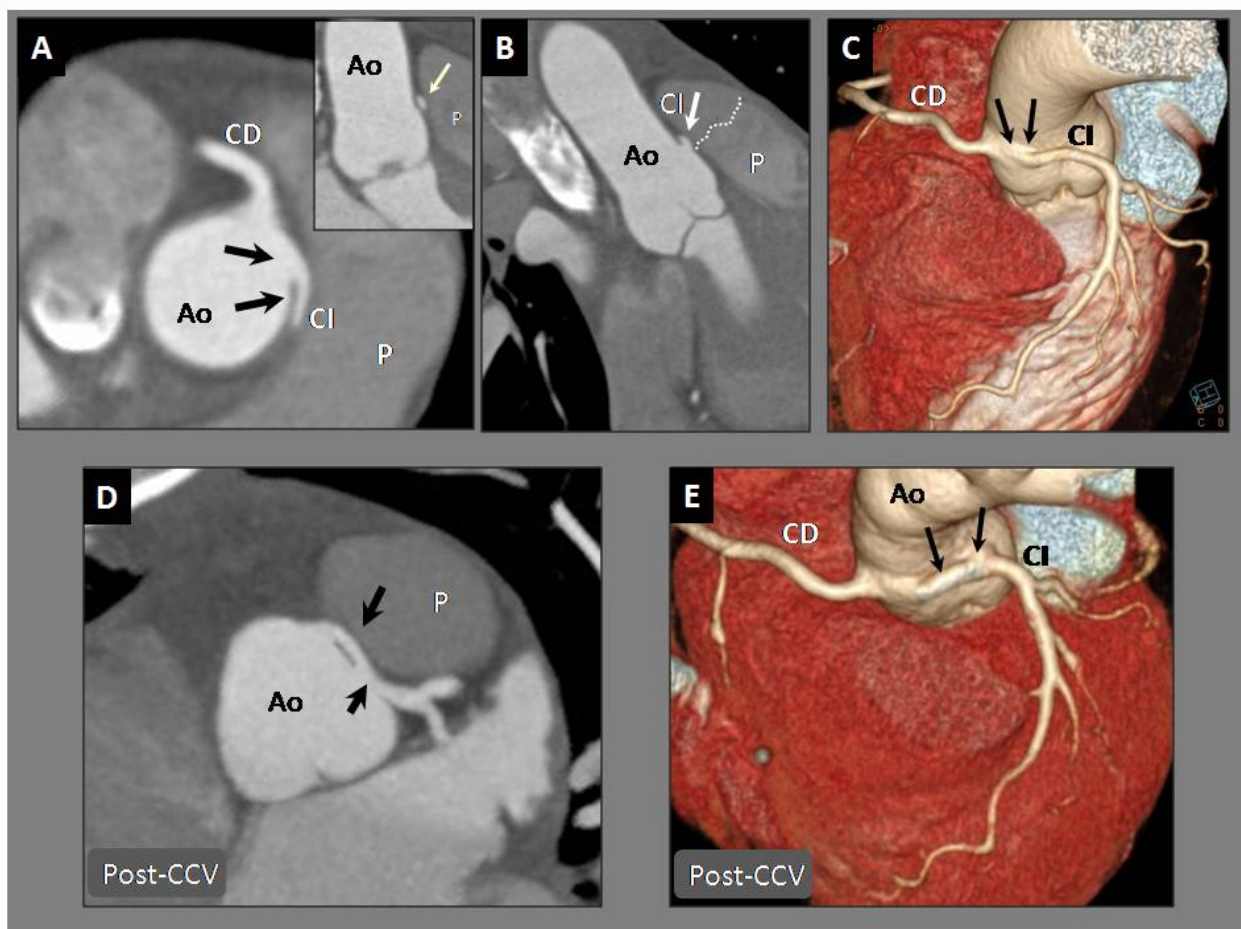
ALCA, caso 3. Angio TAC coronario pre y postquirúrgico. A.- Reconstrucción MIP. Origen anómalo de arteria coronaria izquierda desde seno de Valsalva derecho (flechas negras). Obsérvese salida de CI en ángulo agudo sobre del eje aórtico. En la esquina superior de la foto, ampliación para ver el orificio con morfología en hendidura (slit-like, flecha blanca) entre Ao y arteria pulmonar. B.- Reconstrucción MIP. Obsérvese salida de CI por encima de válvula pulmonar (línea discontinua). C.- Reconstrucción 3D. Las flechas señalan la salida de la CI desde Seno de Valsalva derecho (ALCA). D.- Reconstrucción MIP post-CCV. Las flechas señalan el un-roofing y el neo-ostium. E.- Reconstrucción 3D. Las flechas señalan el “un-roofing” y el neo-ostium. Ao: Aorta. P: Arteria pulmonar. CI: Coronaria izda. CD: Coronaria derecha. Post-CCV: Post- cirugía cardiaca.
